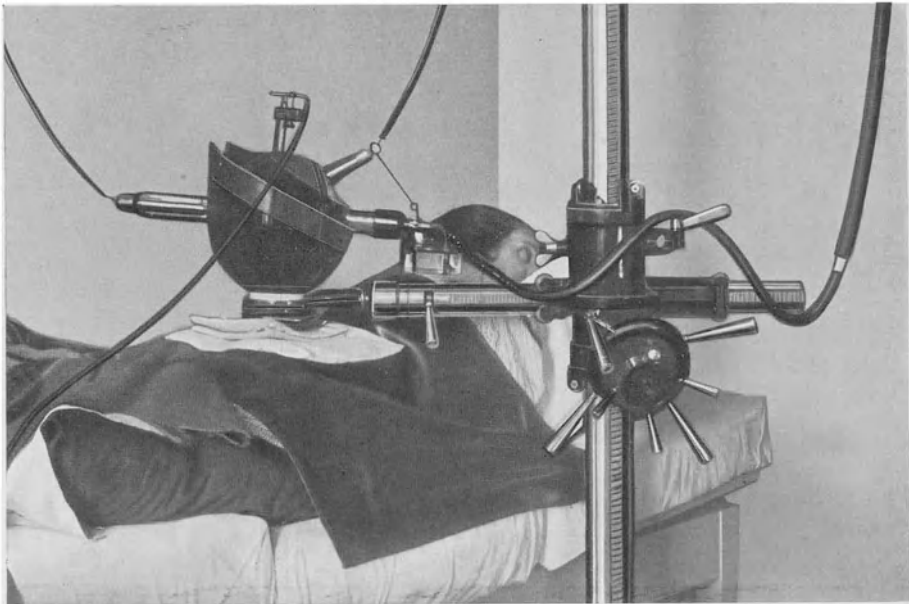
Typische sakrale Röntgenbestrahlung.
